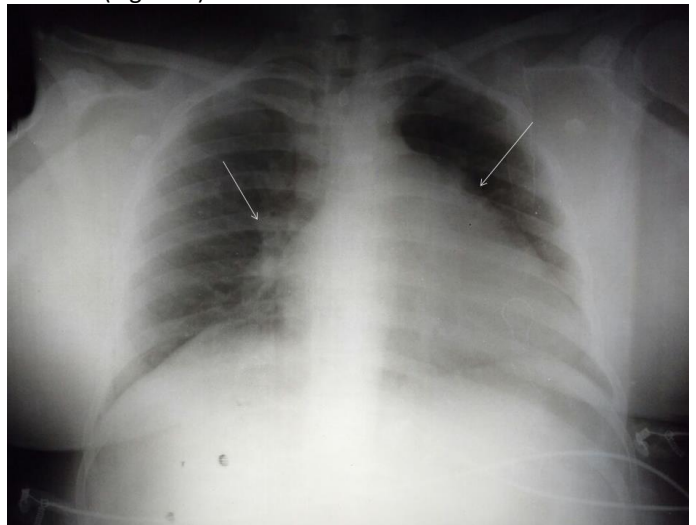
A radiografia de tórax revelou leve opacidade subsegmentar no pulmão direito e proeminência do segundo arco com dilatação do tronco pulmonar sugestivo de hipertensão.
